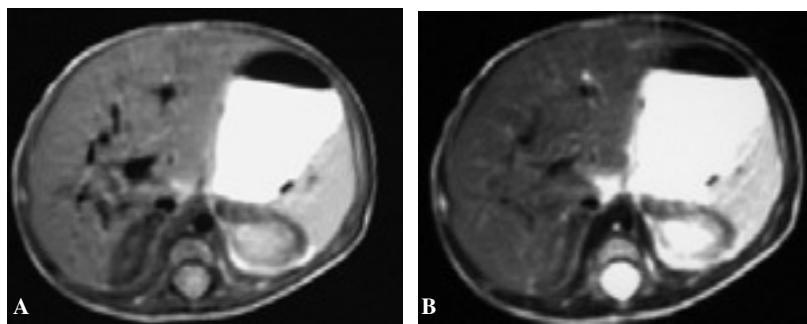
Imágenes axiales de RM con potenciación intermedia (A) y T2 (B).
